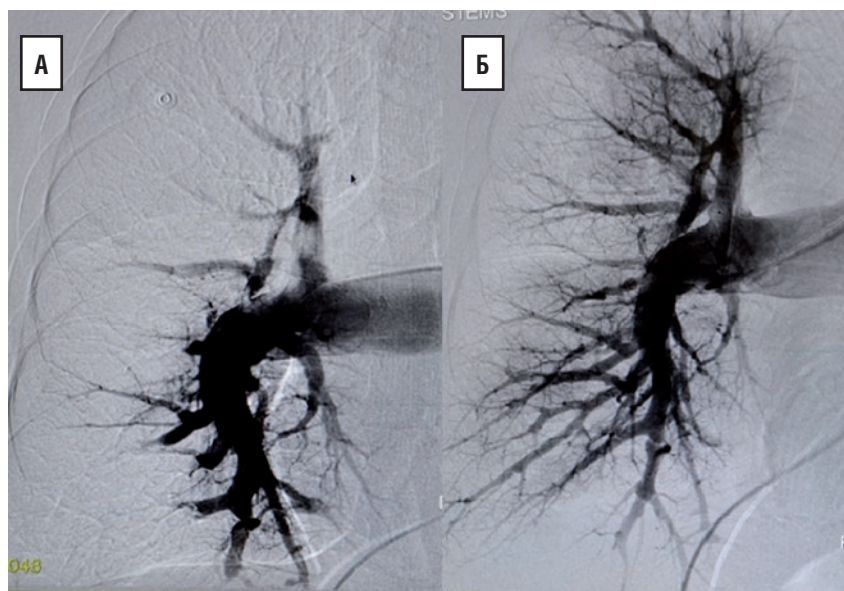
Инвазивная ангиопульмонография правого лёгкого в прямой проекции до (А) и после баллонной ангиопластики (Б) [данные из архива Марукяна Н.В.]: А – окклюзированные сегментарные артерии по всем лёгочным полям с отсутствием преплевральной перфузии; Б – восстановление антеградного тока по сегментарным артериям и преплевральной перфузии
